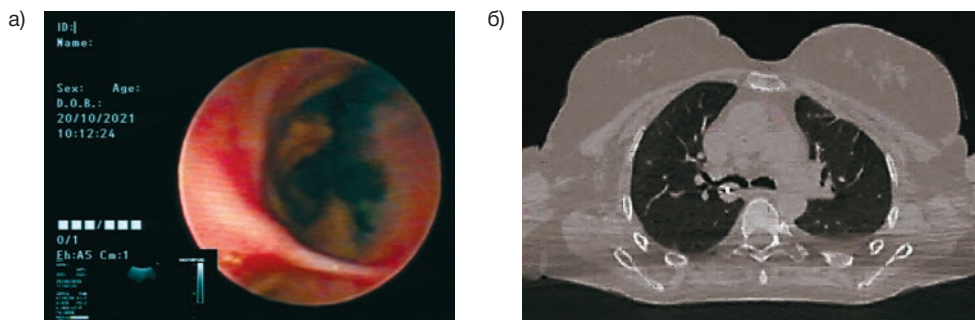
а) видеобронхоскопия новообразования; б) контрольная мультиспиральная компьютерная томография пациентки Н., выполненная для подтверждения расположения рентгеноконтрастного маркера
